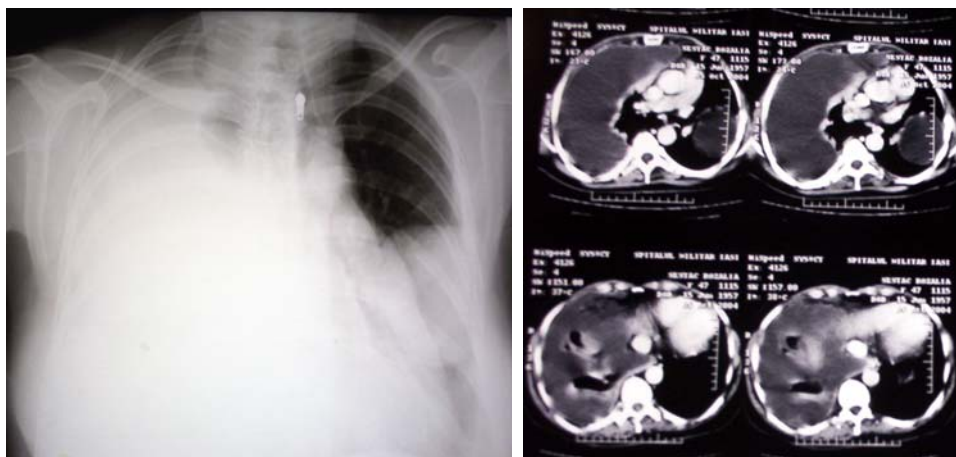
Aspect radiologic și CT
